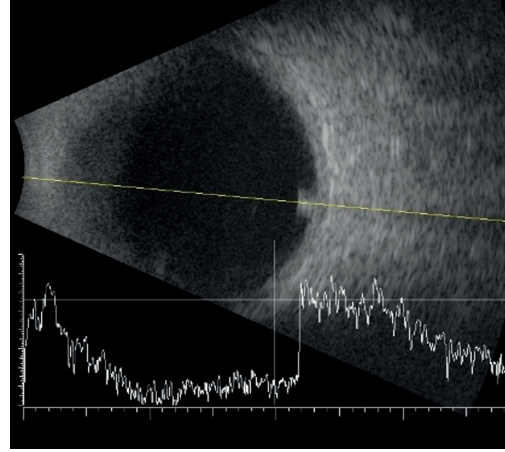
Kristalin lensin vitreus dislokasyonunda lense ait ultrasonografik görünüm. Lensin şekli ve santral hipoekojen görünümü tipik (Doç.Dr.Cumali Değirmenci arşivinden)
